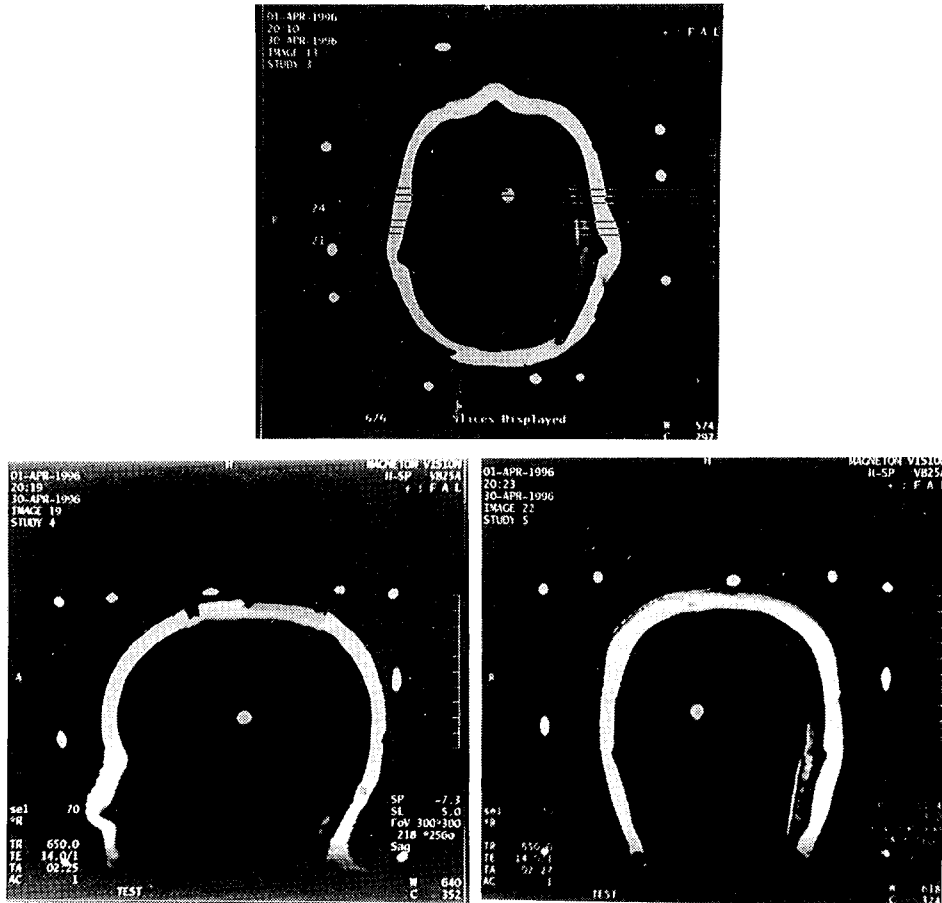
Axial view of MR image with scan positions (a), sagittal view with target localization (b) and coronal image (c).
